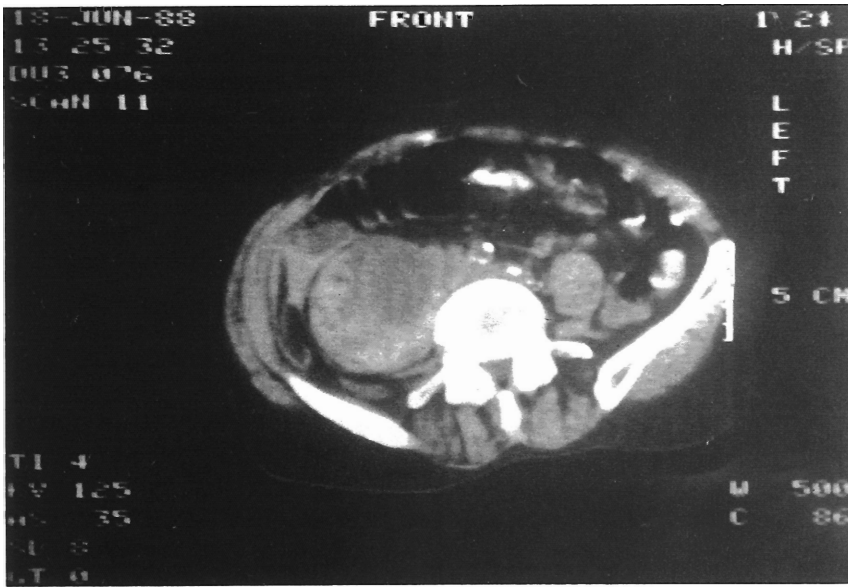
Caso n.º 1 TAC abdominal: Se aprecia gran aneurisma iliaco derecho.
